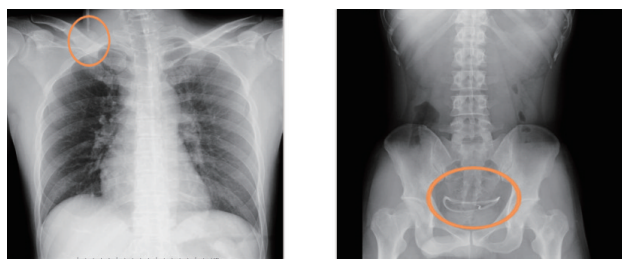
X線 右鎖骨上部でのシャントチューブ断裂と腹腔内に脱落したシャントチューブ
